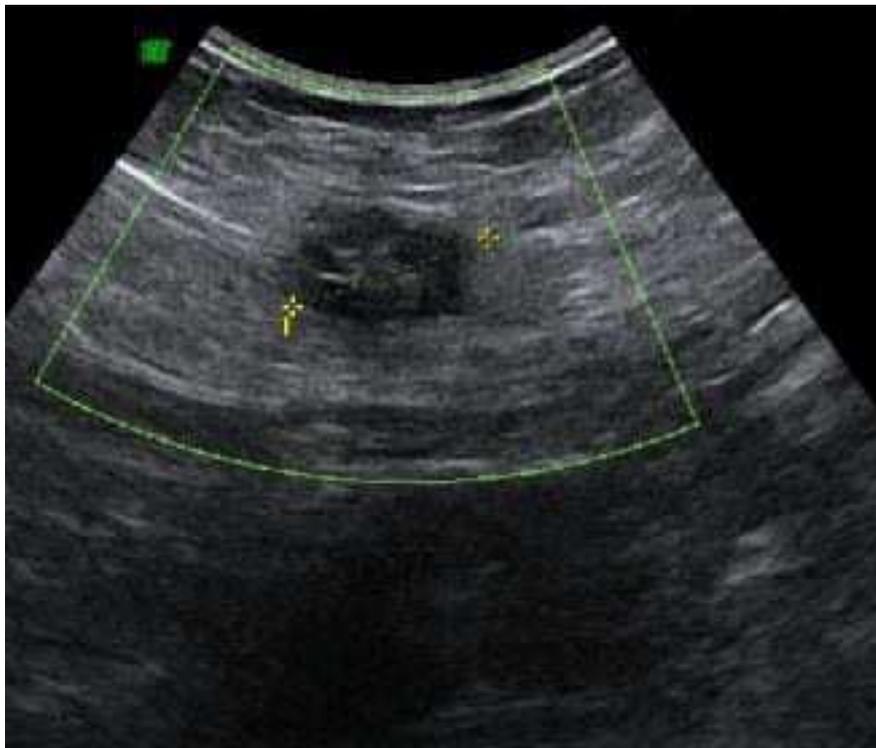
échographie la paroi abdominale montrant
